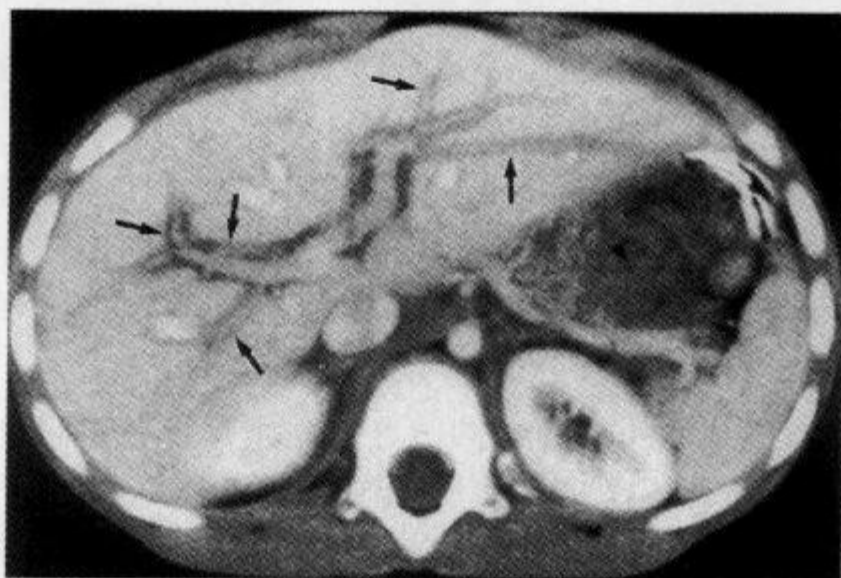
增强 CT 示“门静脉周围轨迹征”
